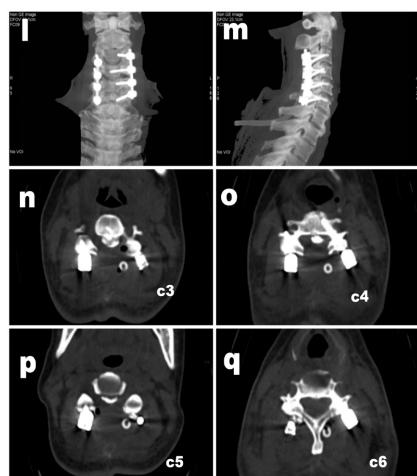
Preoperative CT scan of the cervical spine: (a), (b): Lateral and anteroposterior X-rays of the cervical spine show mobility of the cervical spine, with sharp changes in the uncus from C3 to C7. (c): Sagittal CT of cervical spine shows a wide, irregular, pillar-like ossification band at the posterior edge of the vertebral bodies from C3 to C5, with no obvious or displacements. (d)~(f): Axial CT shows varying degrees of OPLL at the posterior edge of the vertebral bodies from C3 to C5, with obvious compression of the spinal cord posteriorly at C3, C4, and C5
